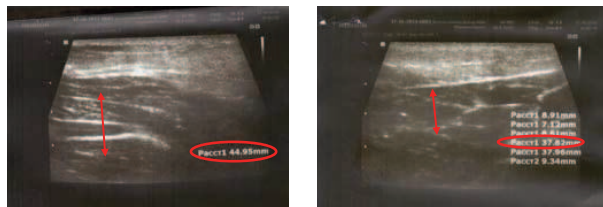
Результаты УЗИ кожи до и через 2 мес после выполнения процедуры (область кожи над подвздошными гребнями).
